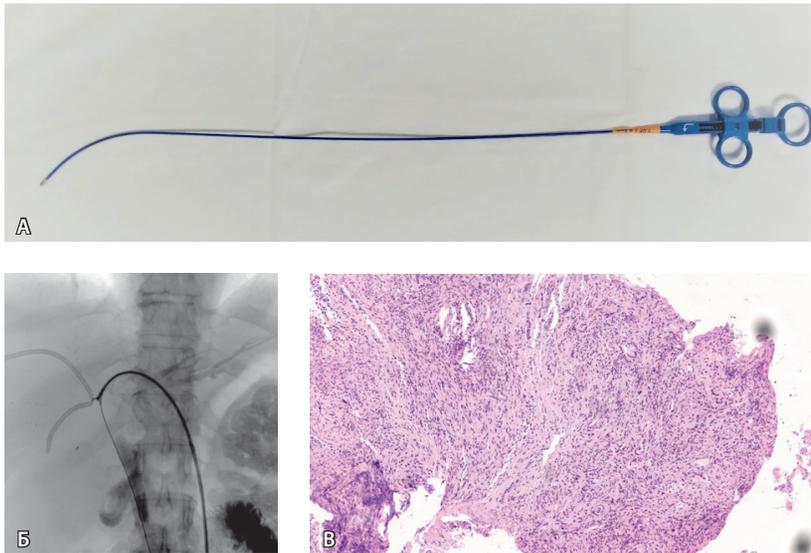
Щипковая биопсия у пациента с опухолью Клацкина, Bismuth IV. А – рентгеноконтрастные изгибаемые/вращающиеся биопсийные щипцы Cordis BIPAL 7 F (2,33 мм) длиной 50 см. Б – холангиография с последующей щипковой биопсией опухоли общего печеночного протока из левого доступа. Видны раскрытые бранши щипцов. В – биопсийный материал. Фрагмент стенки желчного протока с разрастанием низкодифференцированной аденокарциномы (окраска гематоксилином и эозином; ×6)
